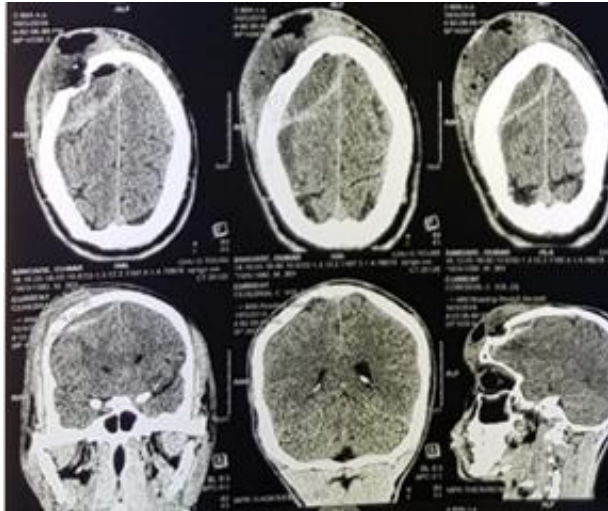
TDM crânio-encéphalique montrant un empyème extradural « en bouton de chemise ».
